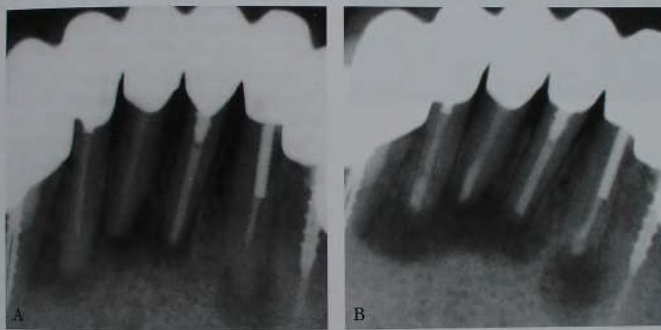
А-С. Повторное хирургическое лечение нижних передних зубов: (А) рентгенограмма до лечения, (В) заполнение костных дефектов вокруг верхушек нижних центральных и боковых резцов минеральным триоксидным агрегатом и (С) контрольный рентгеновский снимок через 18 месяцев, на котором отмечается ликвидация костного дефекта.
